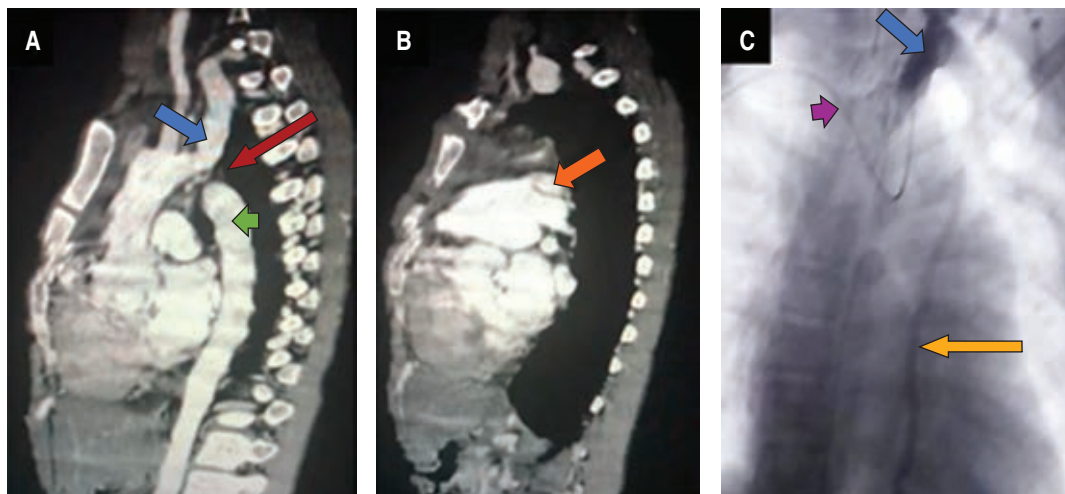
A) Angiotomografía axial computarizada en corte parasagital. Donde se observa pérdida de continuidad del arco aórtico (→) entre al origen de la arteria subclavia izquierda (→) y la aorta descendente (→). No se observan colaterales. B) Angiotomografía axial computarizada en corte parasagital. Donde se aprecia conducto arterioso persistente (→). C) Imagen coronal anteroposterior por cateterismo. Se puede observar el catéter a través de la arteria subclavia derecha, tronco braquicefálico y la aorta ascendente (→), medio de contraste tiñendo la arteria subclavia izquierda (→), arteria colateral que se origina de la arteria subclavia izquierda (→).
